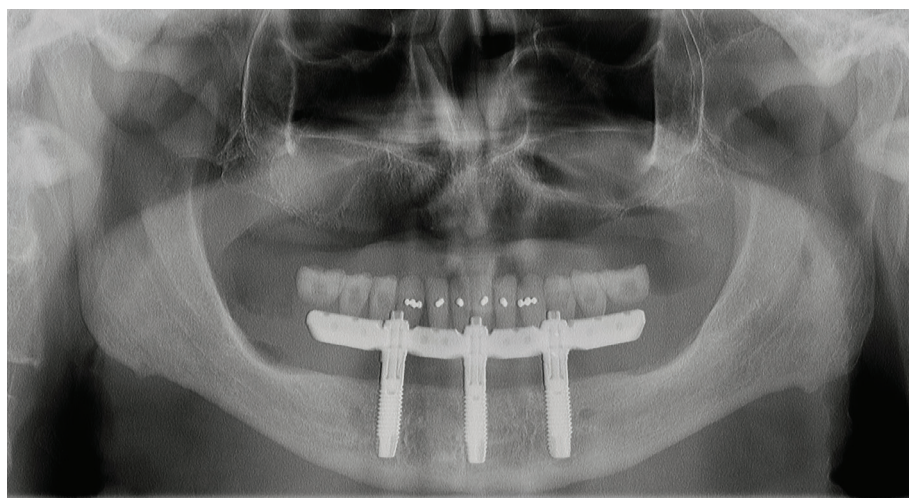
Рентгенологический контроль на ОПТГ контактов платформ имплантатов с ответными частями протеза.
